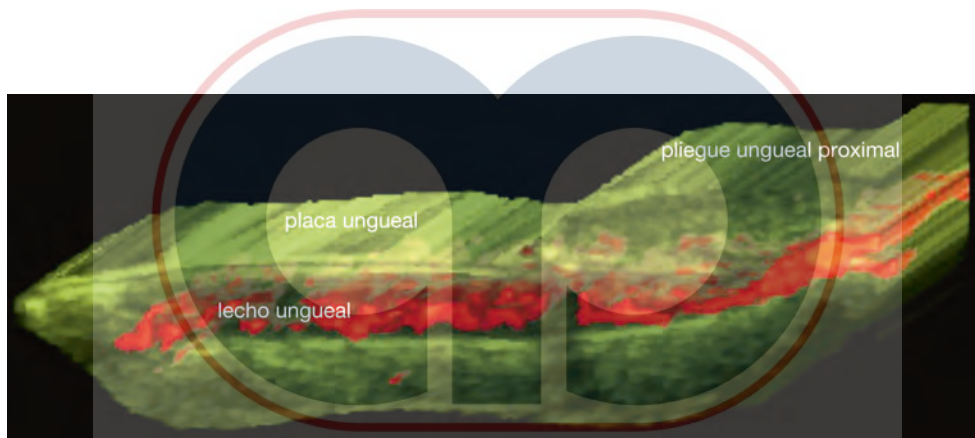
Reconstrucción 3D con el doppler a color potenciado del flujo sanguíneo ungueal (vista longitudinal).
